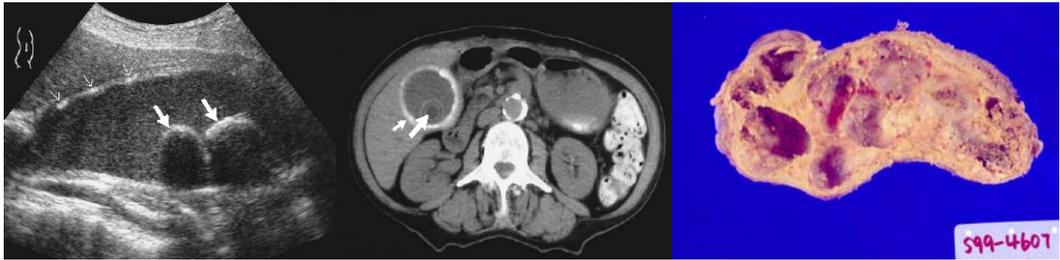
Abdominal ultrasonography and computer tomography and gross findings of porcelain gallbladder.
